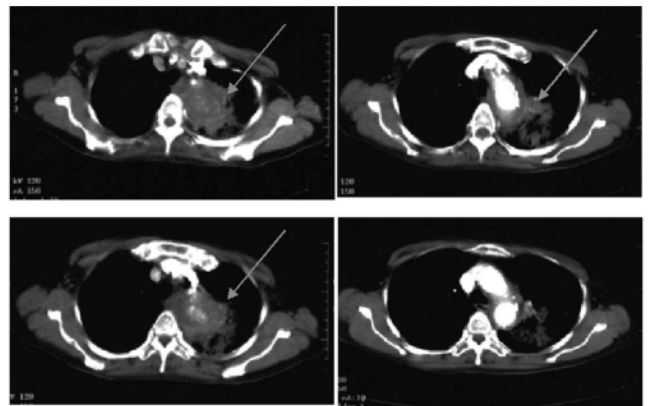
Computed tomography showed enlarged and irregular distal arch aorta (arrows) in the case 2
